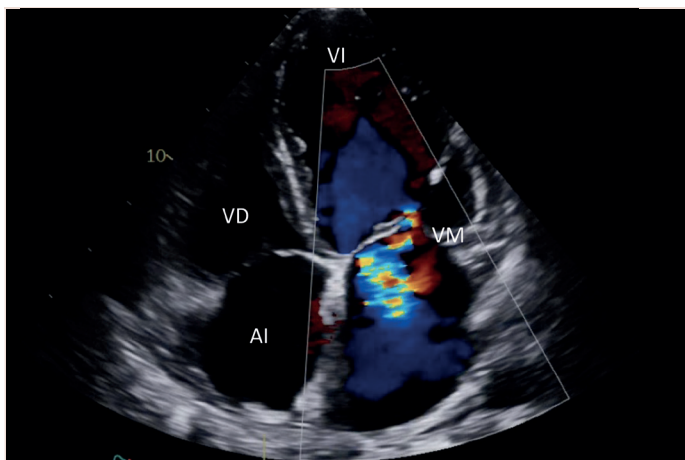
Insuficiencia mitral. Proyección apical de 4 cámaras con doppler color sobre la válvula mitral que demuestra un flujo sistólico anormal a través de la misma. VI: ventrículo izquierdo. VM: válvula mitral. AI: aurícula izquierda. VD: ventrículo derecho.
